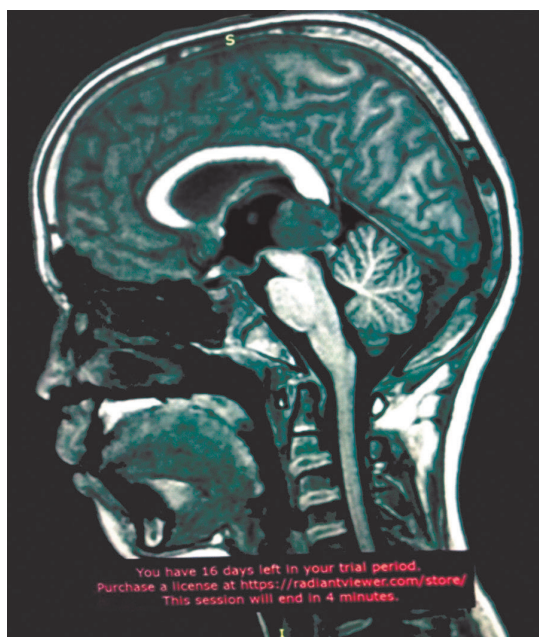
МРТ ГМ до операции
